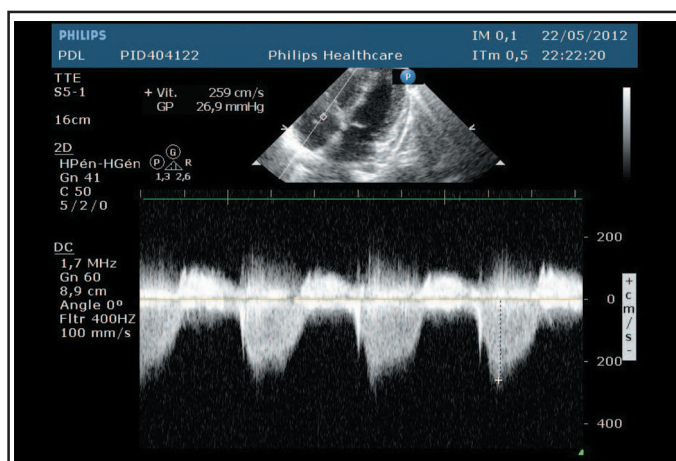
Doppler tricuspide.
